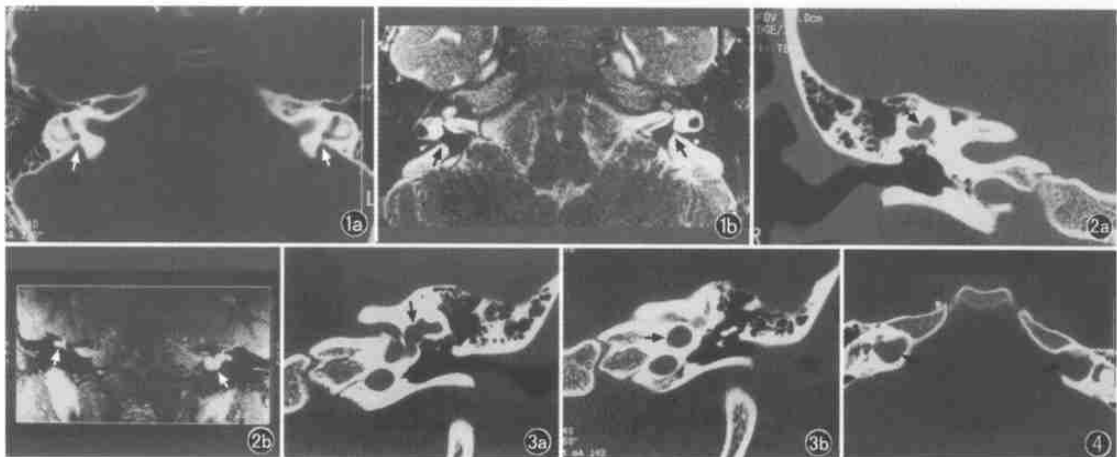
5岁女孩前庭导水管扩大。a, 轴状位 CT 显示双侧扩大的前庭导水管(箭头所指)。b, T2 加权轴状位 MRI 显示相似结果(箭头所指)
